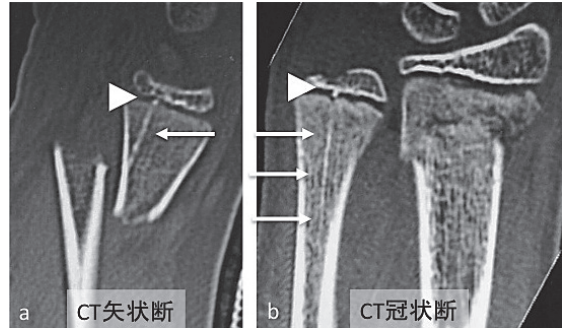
成長軟骨板損傷(-)で高輝度陰影を認めた症例．a：11歳男児，橈骨骨幹端骨折．受傷時CT矢状断，白三角：spot状高輝度陰影，矢印：線状高輝度陰影．b：12歳，女児．尺骨骨折(-)．受傷時CT冠状断，白三角：spot状高輝度陰影，矢印：線状高輝度陰影．
